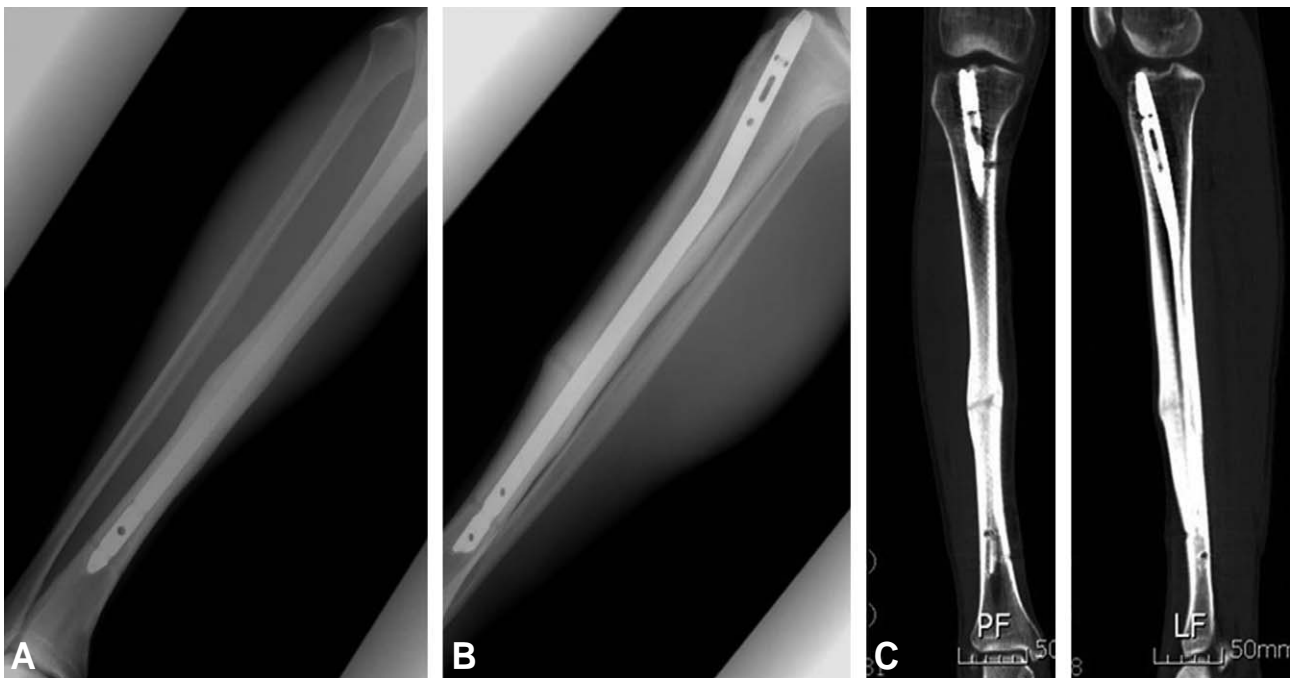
Plain radiographs (A, B) and CT (C, D) were taken 9 months after 2nd operation. They reveal bone union.
